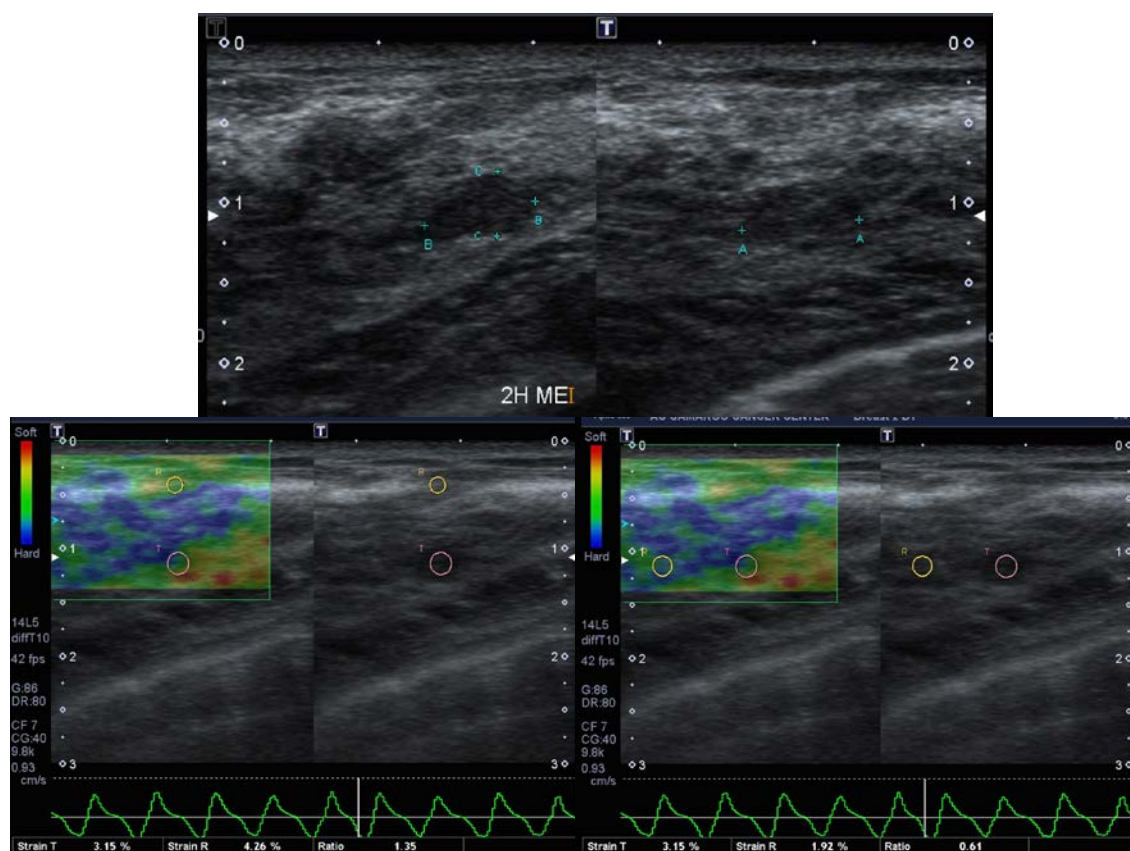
US e elastografia verdadeiros negativos. A USG m escala de cinza com nódulo hipoeecogênico ovalado e margens circunscrita BI-RADS 3; B e C Elastografia qualitativa com classificação 1 de Itoh e valores da relação entre o nódulo e o tecido adjacente de 0,61 e o nódulo e o tecido subcutâneo de 1,35, corroborando benignidade. Diagnóstico: HDU, adenose simples e esclerosante, fibrose estromal, alterações de células colunares sem atipia
